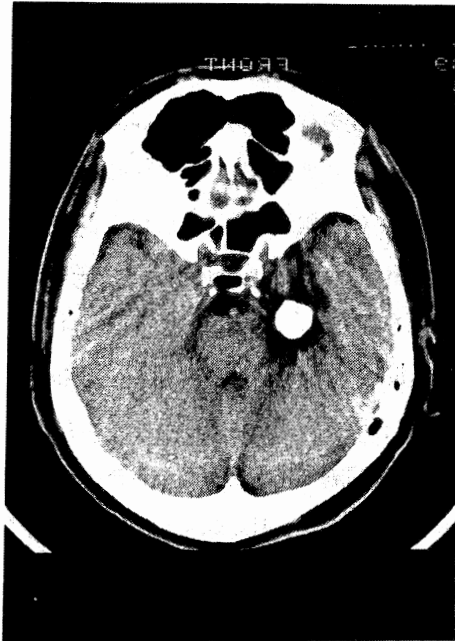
頭部CT。2×2×2.5cmの高吸収病変が脳幹外側に認められ、右側頭葉内側下面を圧排している。
